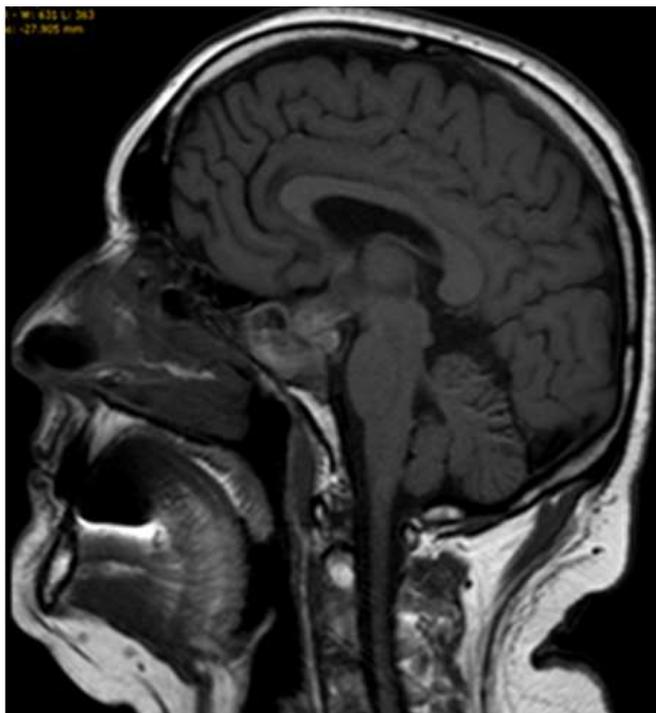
IRM cérébrale lésion d'aspect nodulaire développé à la face profonde de l'hypophyse, hypodense en T1
